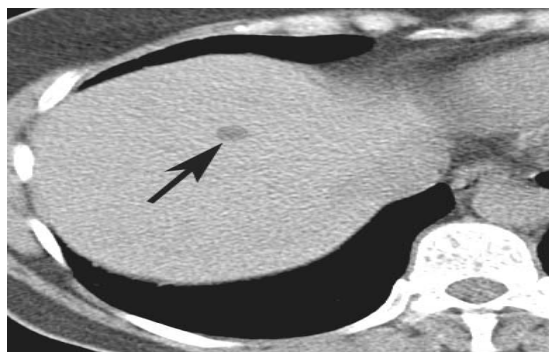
Больная Д. Компьютерная томограмма ОГК.
